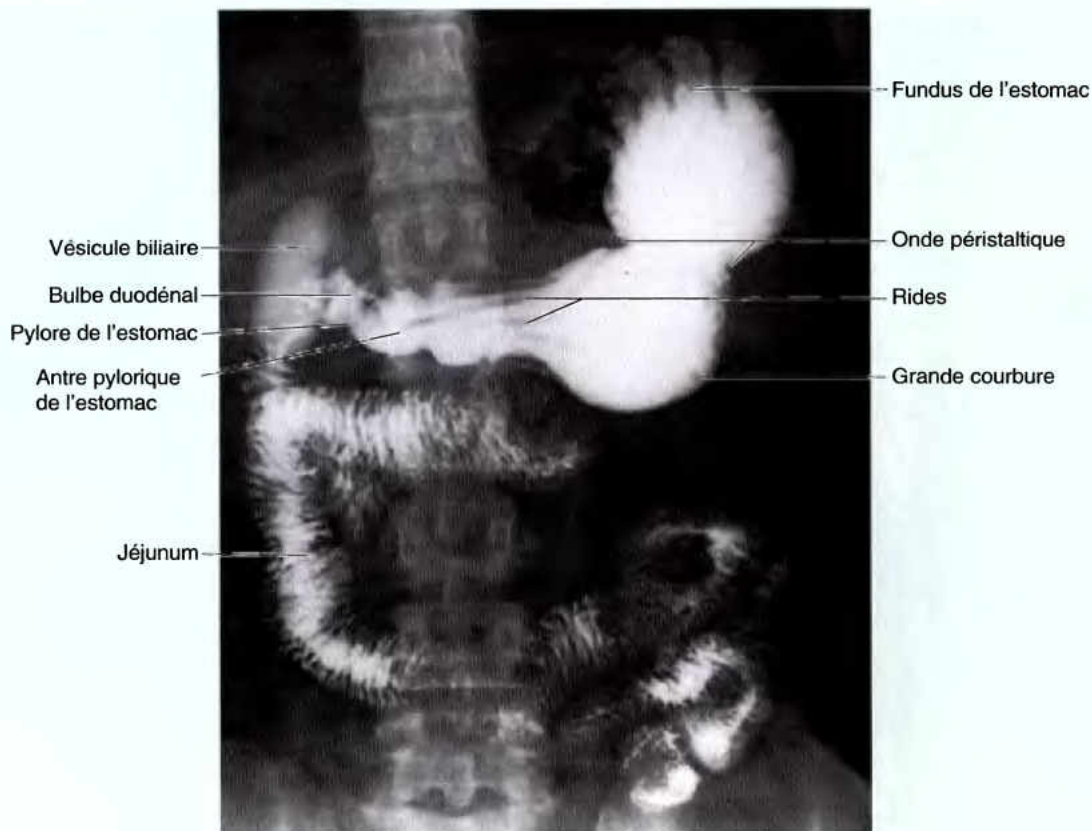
Radiographie de l'estomac, de l'intestin grêle et de la vésicule biliaire. Observez les plis gastriques ou rides (plis longitudinaux de la muqueuse). Notez également l'onde péristaltique qui déplace le contenu gastrique vers le duodénum, en rapport étroit avec la vésicule biliaire. (Avec l'aimable permission du Dr. J. Heslin, Toronto, ON, Canada.).
